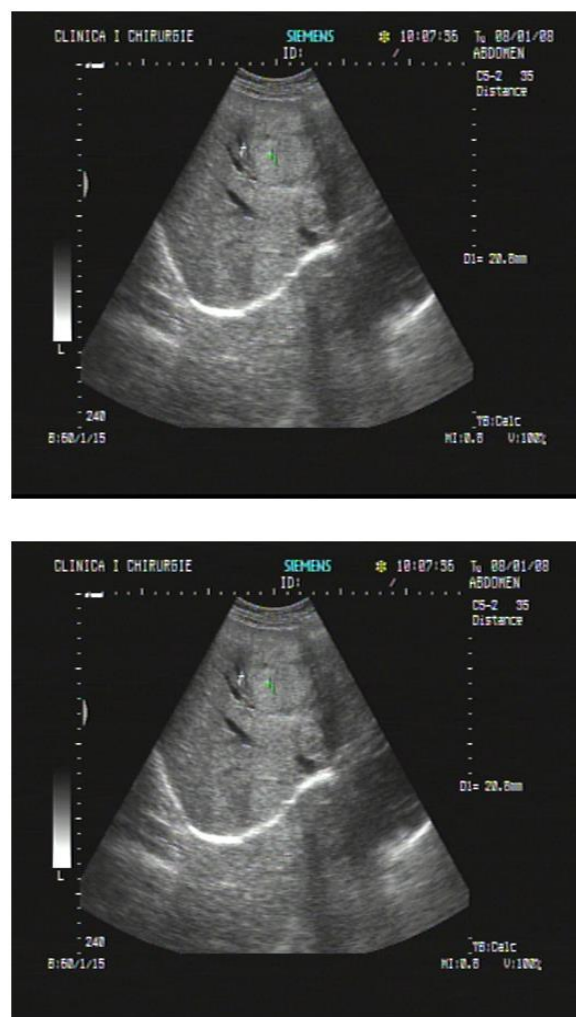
Ecografie abdominală: noduli hiperreflectivi între 1 cm și 6 cm situate în ambii lobi hepatici
